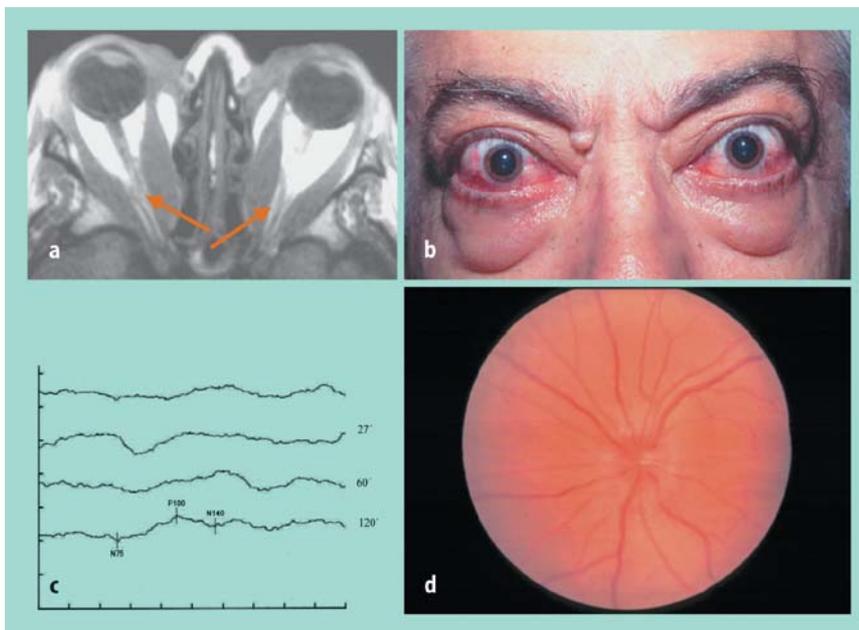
d ▲ Patient mit Optikuskompression: a MRT (T1-gewichtet): Muskelverdickungen v. a. im Muskelkonus mit Kompression des N. opticus (u. a. gestreckter Verlauf); b klinisch: Venenstauung, starke Ödeme und harte Bulbusredression; c VEP: stark reduzierte Antworten in den visuell evozierten Potenzialen; d Fundus: Aderhautfalten und Papillenschwellung
